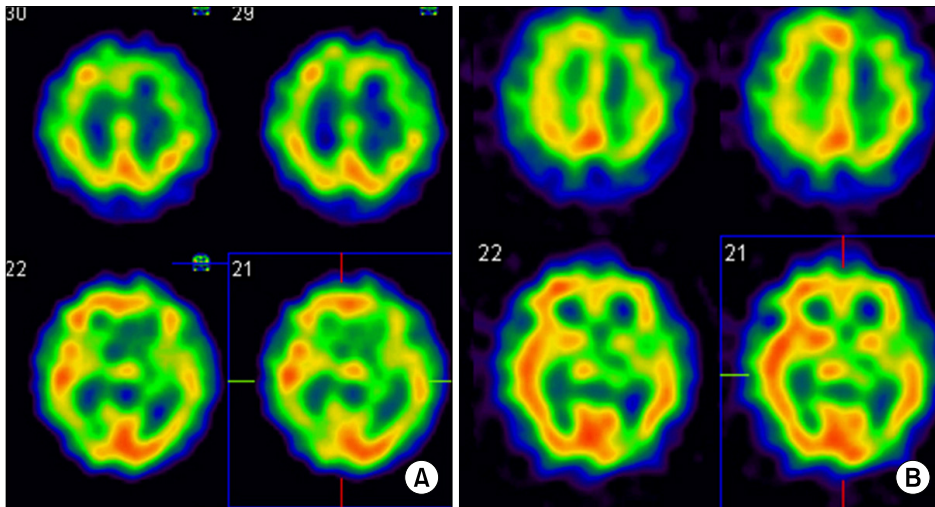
Basal single photon emission computed tomography (SPECT) (A) and acetazolamide SPECT (B) show decreased blood flow and reserve capacity in left frontal lobe.
